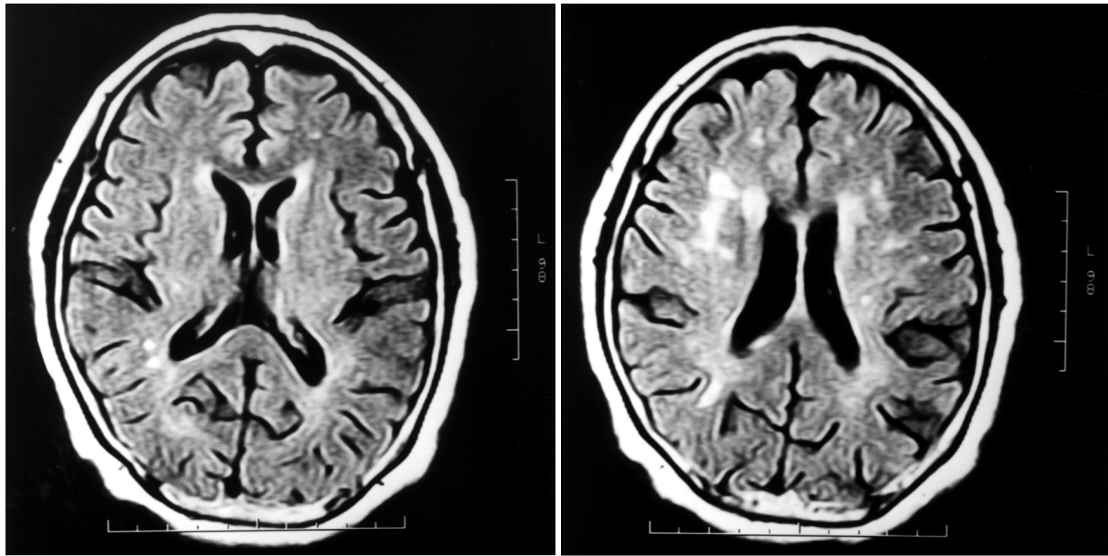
Brain MRI of 63 year-old female patient (Ms. Kim) with mild cognitive impairment showing grade 1 (caps) periventricular hyperintensity and grade 1 (punctate foci) deep white matter hyperintensity.
